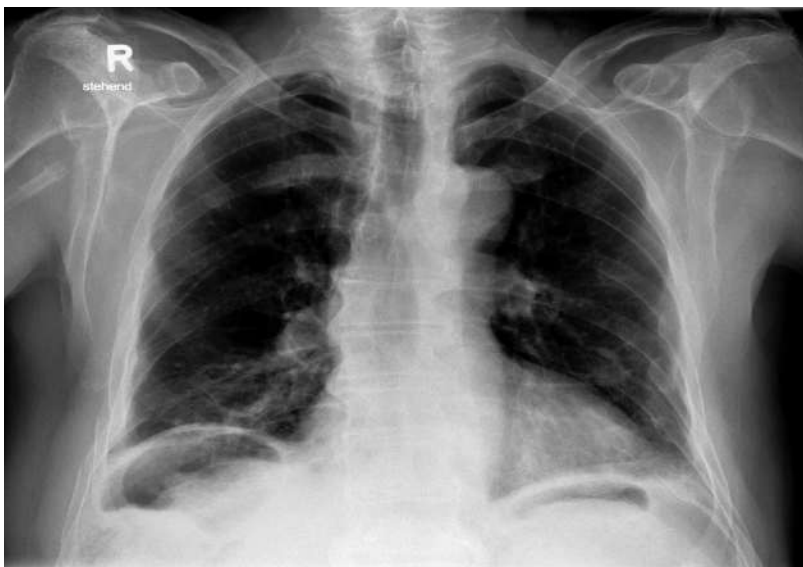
Röntgen-Thorax bei Eintritt: Rippenserienfraktur VII.–IX. rechts, Verdacht auf Chilaiditi-Syndrom.
